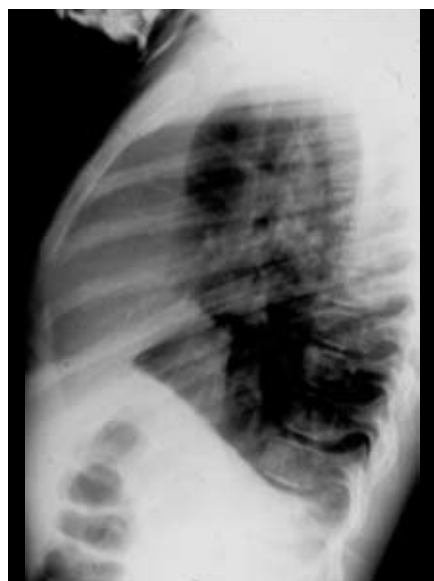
Röntgen-Thorax seitlich; klein wirkende Lunge mit einem röntgendichteren Bereich im gesamten vorderen Mediastinum.
